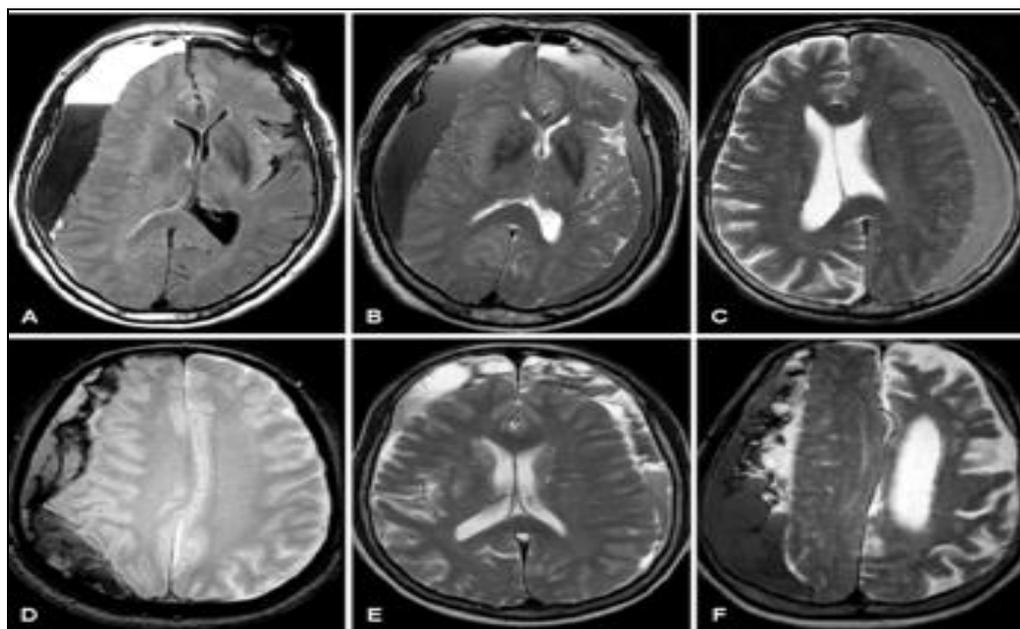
Aspects distinctifs des signaux des hématomes sous-duraux en IRM : A : HSDC mixte avec niveau (layered), B : HSDC mixte avec intensité dégradée, C : isosignal homogène, D-E-F : HSDC mixtes hétérogènes et cloisonnés.
